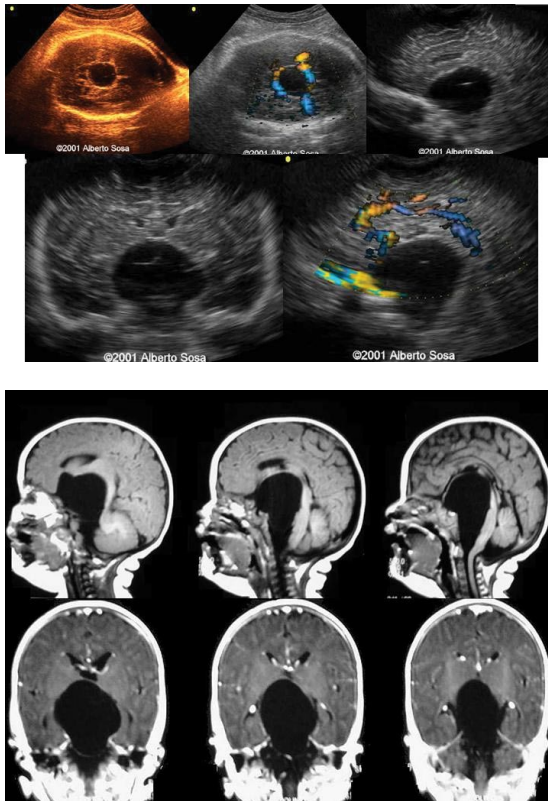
Imágenes ultrasonográficas (topo) de quiste aracnoideo interhemisférico y suprasellar con modificación del polígono de Willis y desplazamiento de la arteria cerebral anterior. Confirmación diagnóstica mediante TAC.
